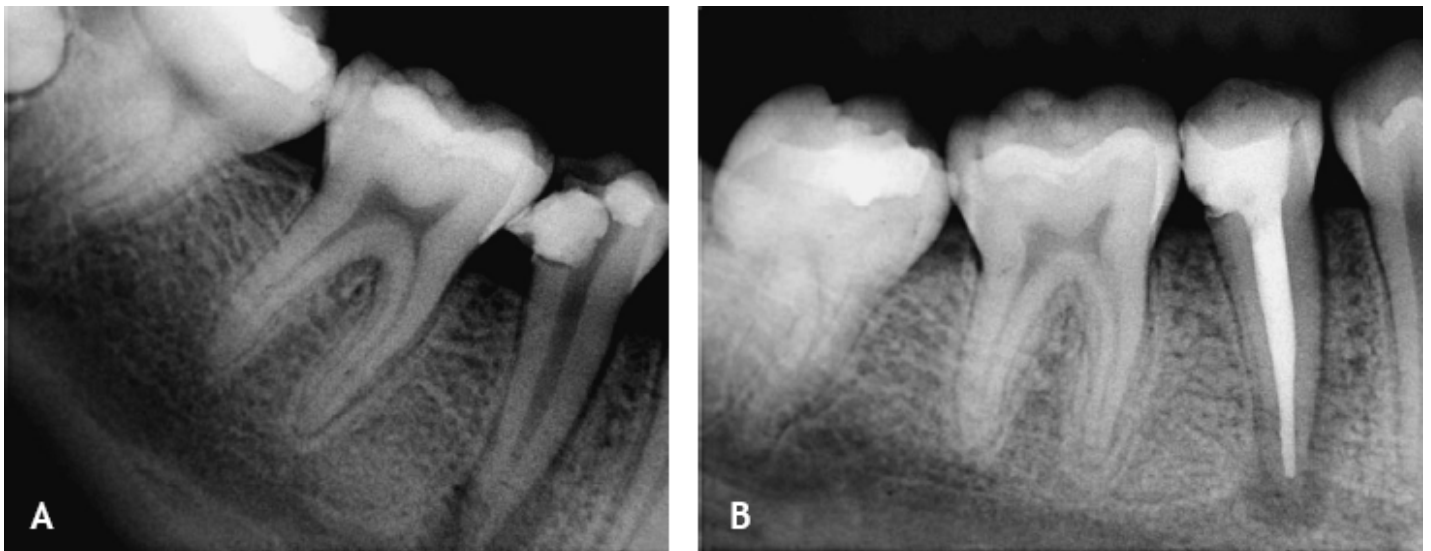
A. Radiografia de diagnóstico (dente 45). O paciente encontrava-se com dificuldade de abertura bucal. B. Radiografia da obturação intracanal. Tratamento endodôntico realizado com instrumentação rotatória.
